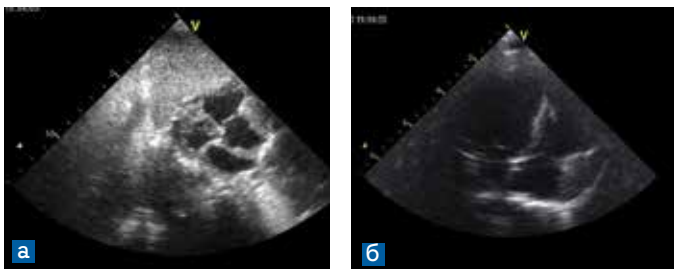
Рабдомиома боковой стенки правого предсердия у ребенка с туберозным склерозом. *а)* эхокардиограмма из субэпигастрального доступа, длинная ось сердца; *б)* из нестандартной верхушечной позиции по длинной оси ПЖ
